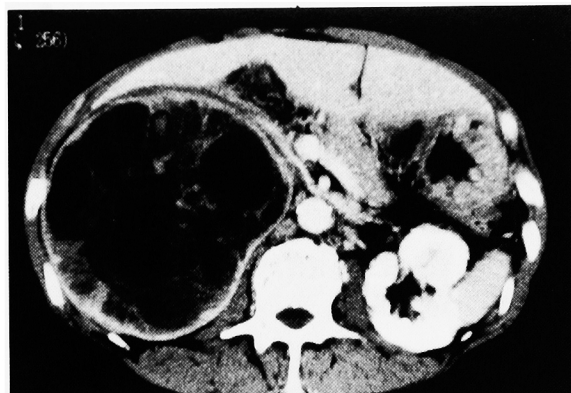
Abdominal CT revealed a 13 × 12 cm mass in the right adrenal region.
